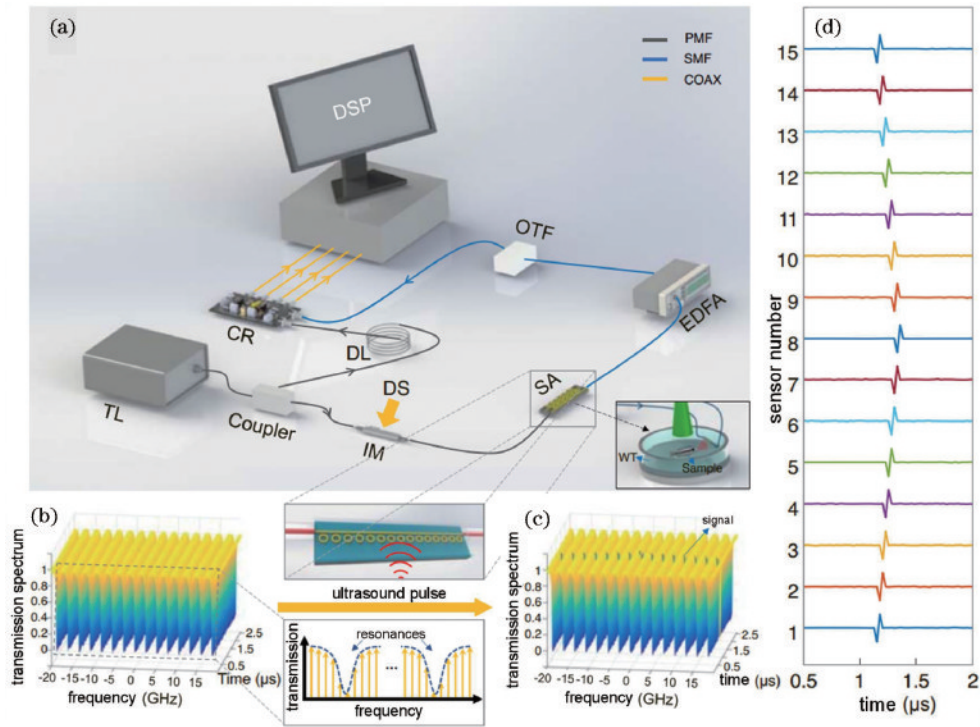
基于微环传感器阵列的并行寻址原理^[43]。(a) 成像系统的实验设置图；(b) 空状态下，传感器阵列随时间变化的传输光谱图；(c) 超声波调制传感器阵列时，随时间变化的传输光谱图；(d) 每个微环传感器随时间变化的超声波信号强度
